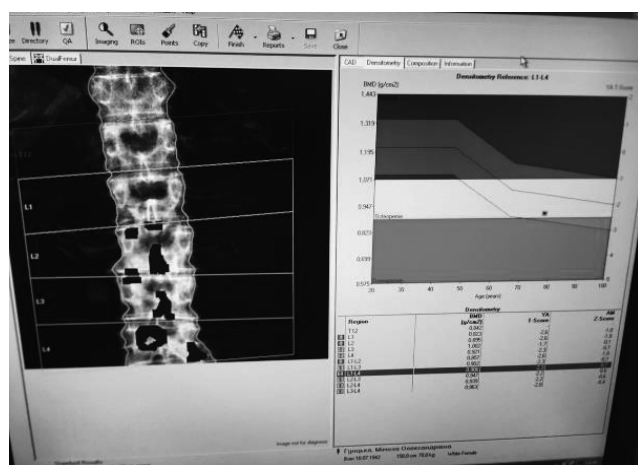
Відображення електронної рентгенограми з визначеними зонами та таблиця з отриманими показниками BMD у вікні програми остеорентгеноденситометра в процесі обробки
